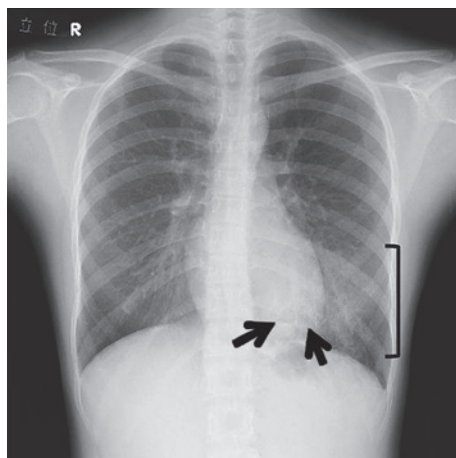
5ヵ月後、当科受診（二次検診）時胸部単純X線写真
